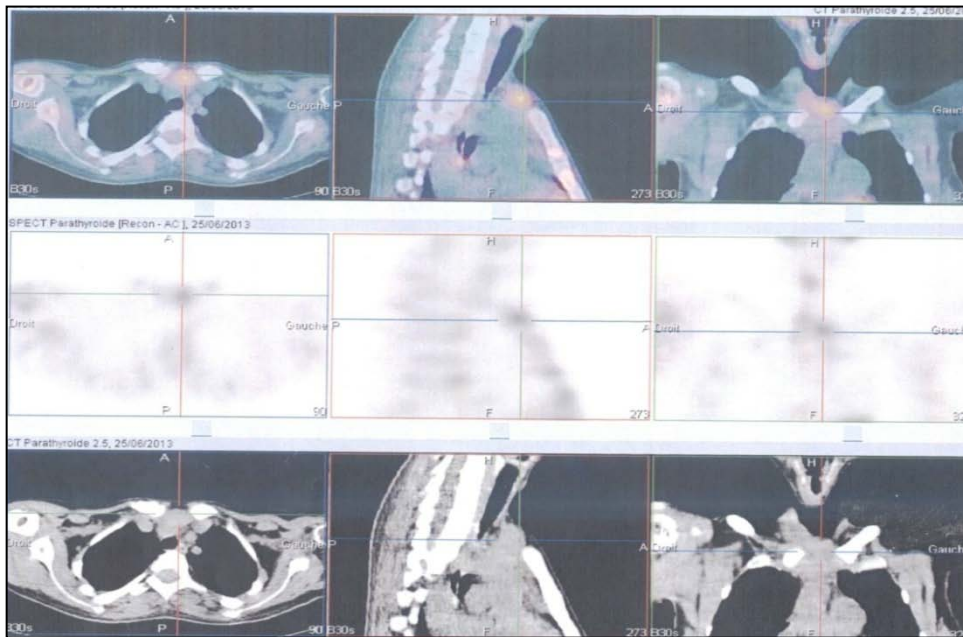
Image tomoscintigraphique couplée au scanner montrant une plage d'hyperfixation correspondant à une masse parathyroïdienne en arrière et au dessous du manubrium sternal
